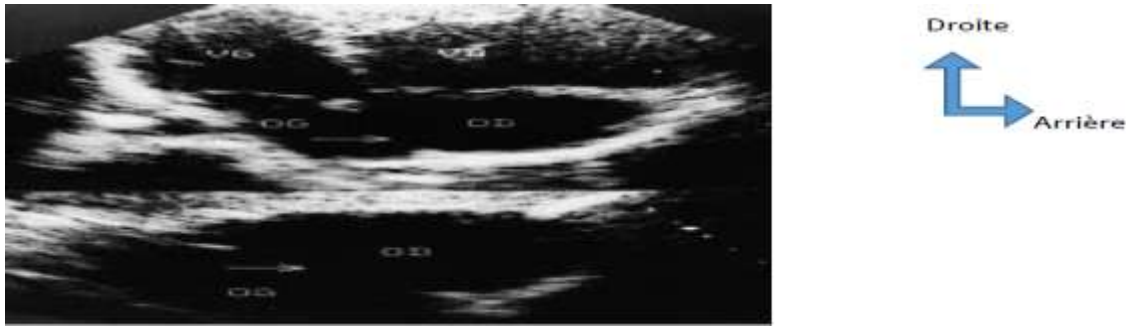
Vue échographique d'une communication interauriculaire de type ostium secundum (flèche) : en haut, coupe apicale quatre cavités ; en bas, coupe sous costale
